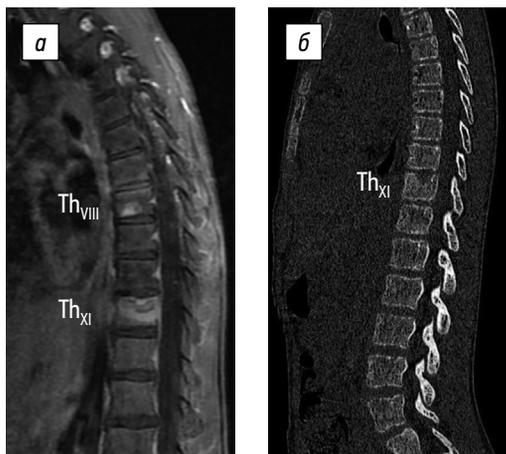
Магнитно-резонансная (а) и компьютерная (б) томограммы груднопоясничного отдела позвоночника с признаками спондилита тел позвонков Th_{VIII} и Th_{XI} через 2 мес. от начала заболевания (из архива НМИЦ)
